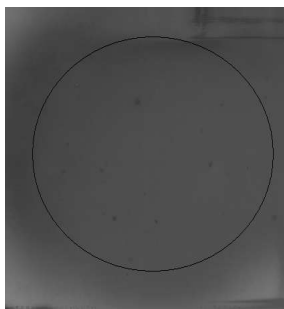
Radiografia simulada da região oclusal utilizando-se simulador.
